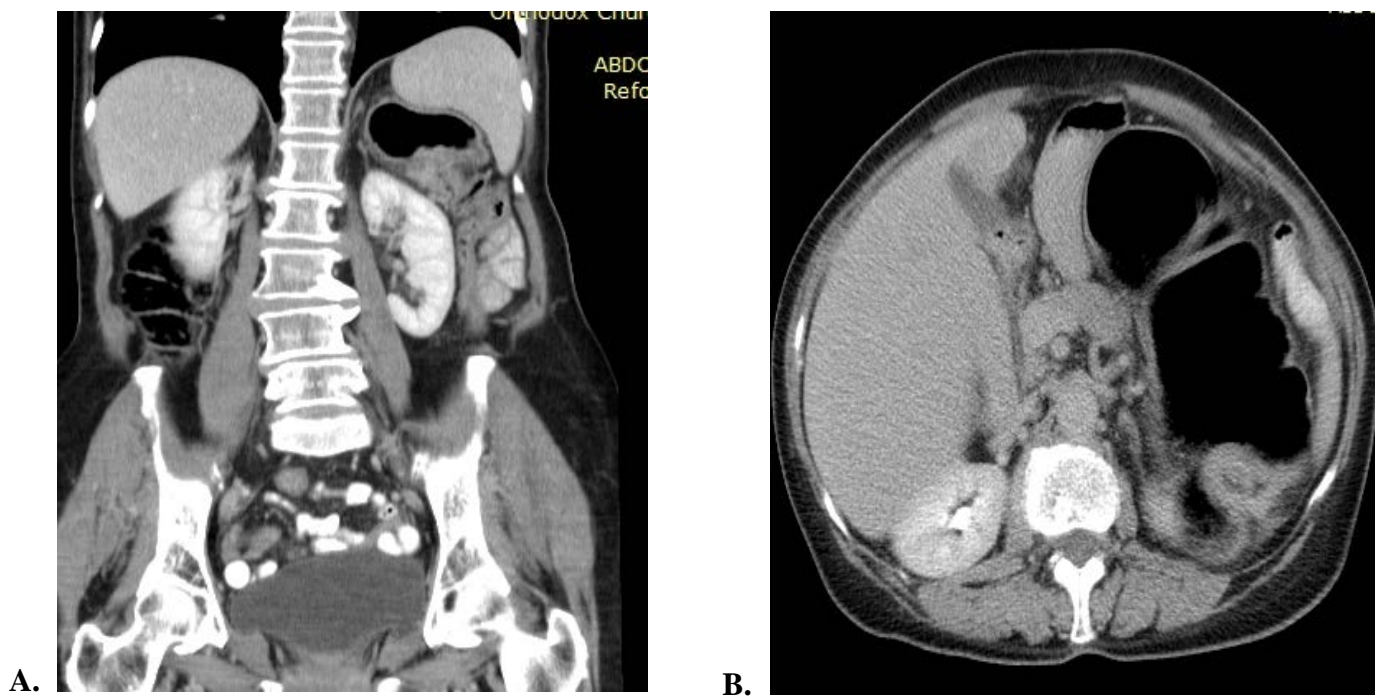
Imazh koronar (A) dhe aksial (B) në CT-Scan me kontrast oral dhe intravenoz. Evidentohet lezion stenozat në nivel të fleksurës lienale, pa përhapje ekstraserosale i vlerësuar si T2.
